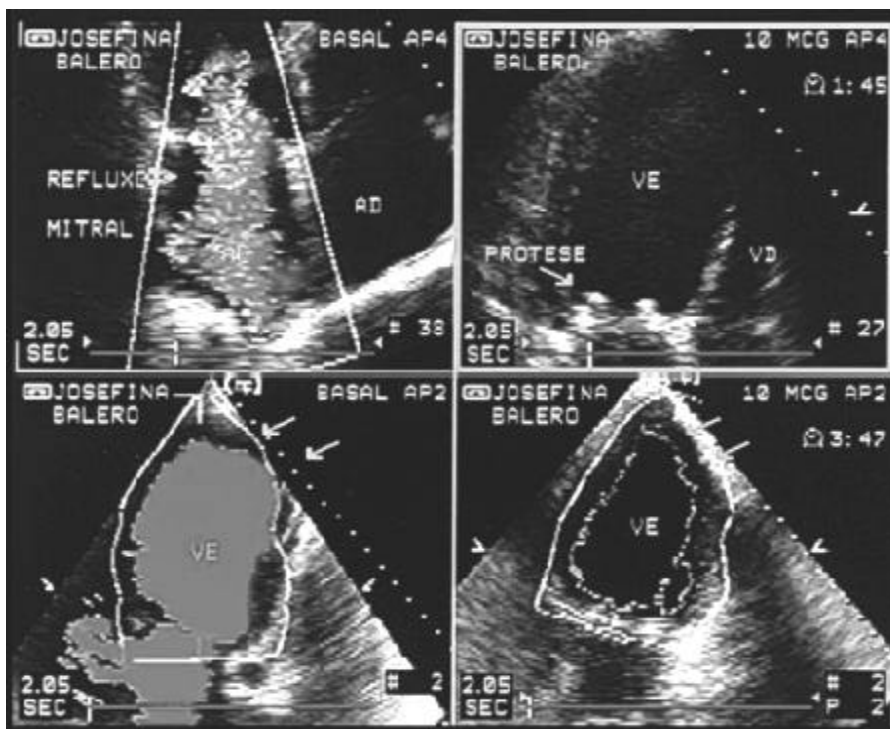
Ecocardiograma pré e pós-operatório, mostrando a forma do ventrículo esquerdo (VE) após implante de prótese mitral e remodelamento do ventrículo esquerdo.
